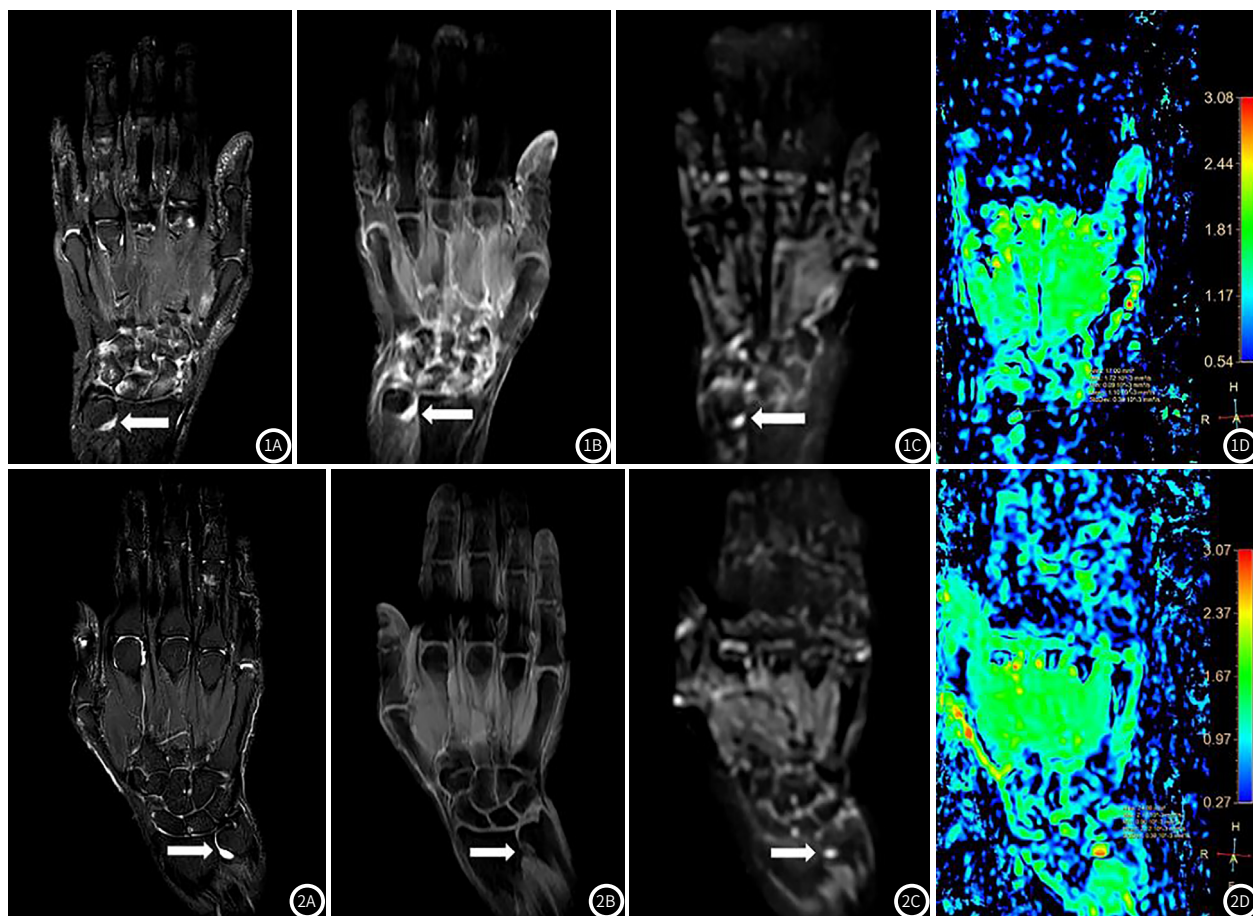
典型滑膜炎;患者女性,58岁,临床确诊类风湿关节炎。图1A-1D,分别是T₂W-SPAIR、增强磁共振、DWI(b=800s/mm²)和ADC图。尺桡关节病灶表现为T₂W-SPAIR高信号(白色箭头),增强扫描明显强化,代表病灶为滑膜炎(白色箭头),DWI表现为高信号(白色箭头),ADC图测得病灶平均和最小ADC值分别为 1.10×10^{-3} 、 0.09×10^{-3} mm²/s。图2 典型积液。患者女性,56岁,临床疑似类风湿关节炎。图2A-2D分别是T₂W-SPAIR、增强磁共振、DWI(b=800s/mm²)和ADC图。尺桡关节病灶表现为T₂W-SPAIR高信号(白色箭头),增强扫描无强化,代表病灶为积液(白色箭头),DWI表现为高信号(白色箭头),ADC图测得病灶平均和最小ADC值分别为 2.12×10^{-3} 、 0.90×10^{-3} mm²/s。
